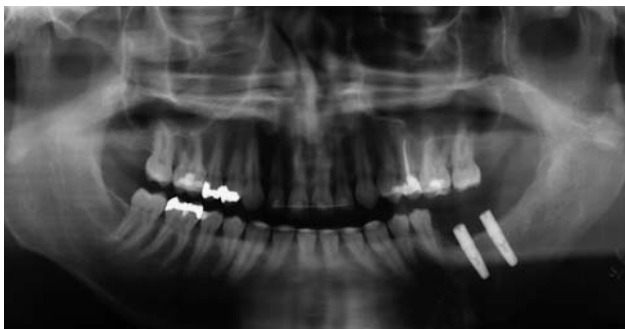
Orthopantomogramm. Implantatinserterion sechs Monate postoperativ nach Entfernung der Rekonstruktionsplatte.
